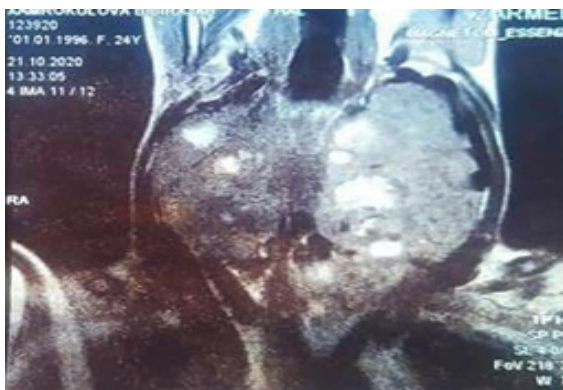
КТ ЩЖ. Многоузловой зоб.
